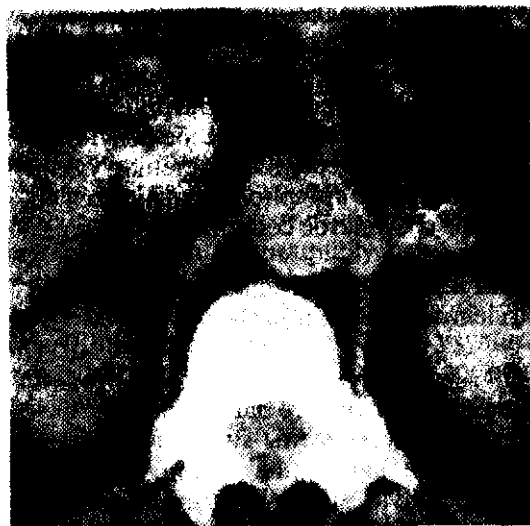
Компьютерная томография больного с альдостеромой левого надпочечника.
